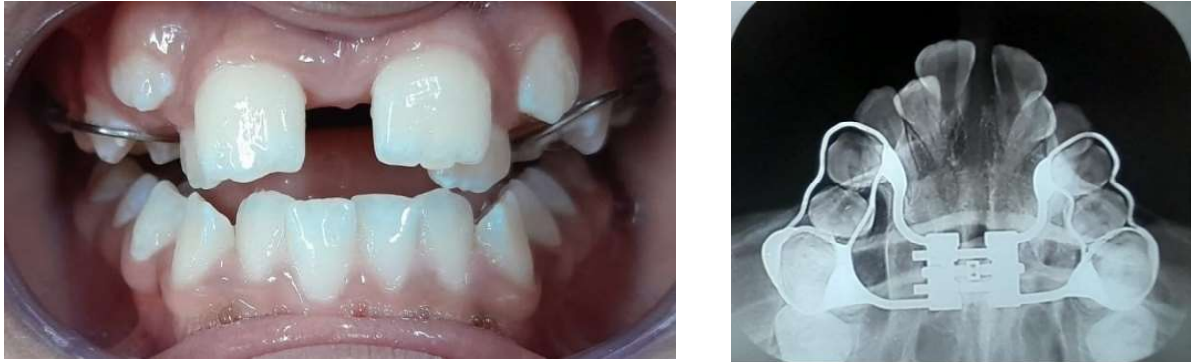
Fotografia frontal e Radiografia oclusal após ERM mostrando o diastema entre os incisivos centrais superiores, a sobrecorreção dos dentes posteriores e a separação da sutura palatina mediana.
